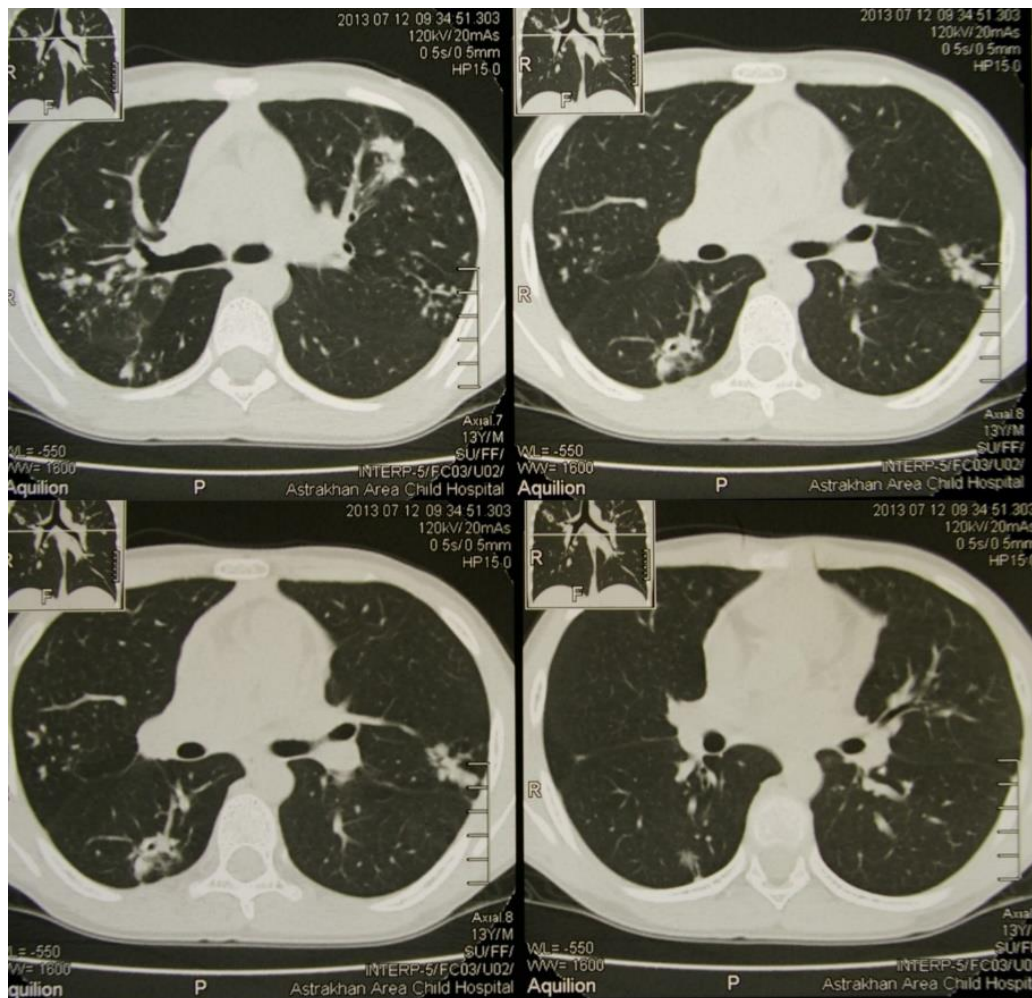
Компьютерная томография пациента А. при поступлении. В легких определяются полости распада, туберкулемы и множественные очаги диссеминации
